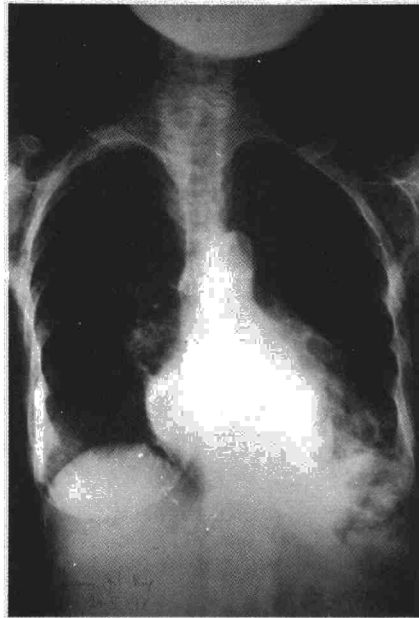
Radiografía de tórax tras la aparición del neumomediastino.
